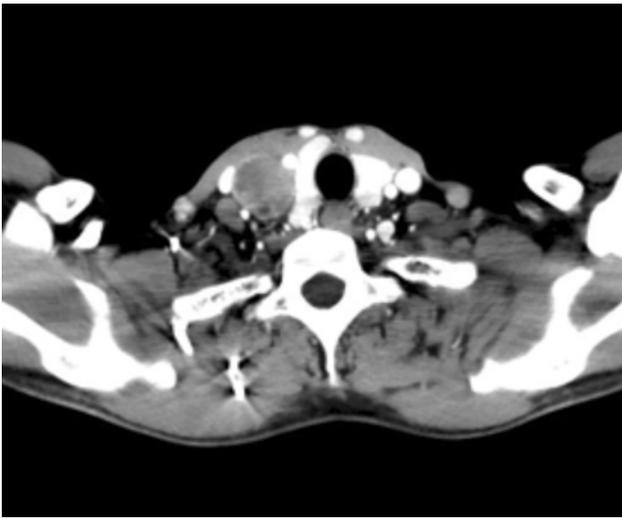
Corte axial de TAC en el que se observa la tumoración mencionada entre la a. carótida y la v. yugular interna.
